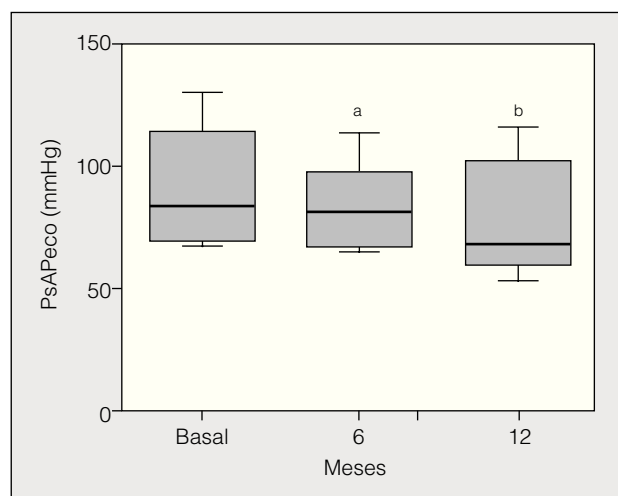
Variación en la presión sistólica en arteria pulmonar, medida por ecocardiograma. ^ap = 0,2128. ^bp = 0,0625.
